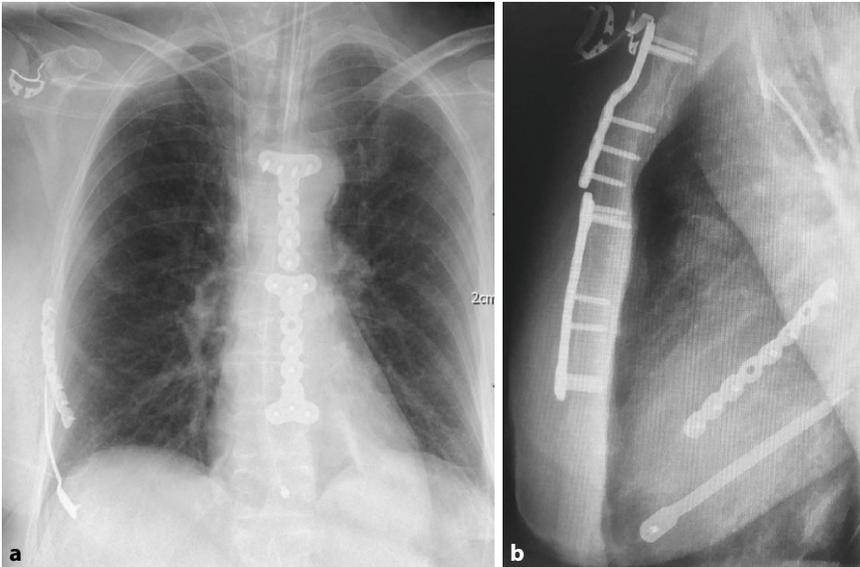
▲ Intra- (a) und postoperative (b) Röntgenkontrolle zur Lagekontrolle der Platten, Schrauben und sicheren intramedullären Lage des Splints
